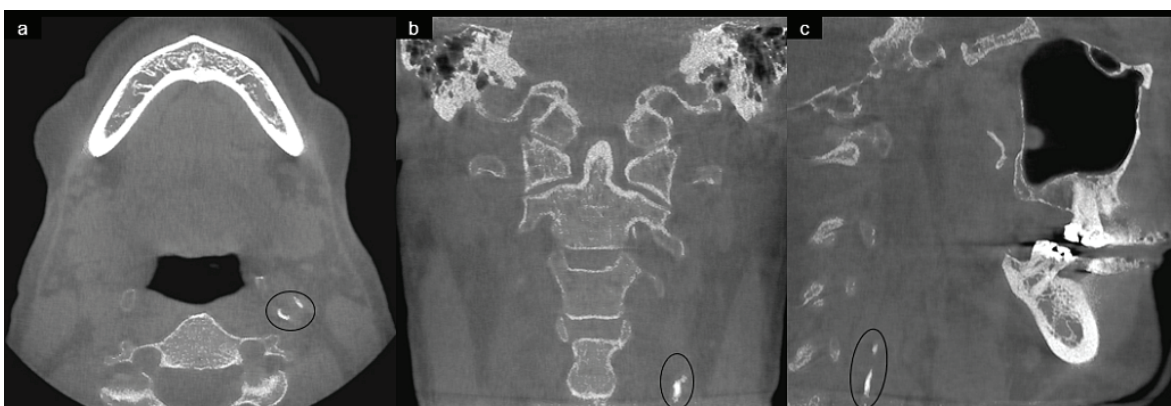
Axial (a), coronal (b), and sagittal (c) cone-beam computed tomography images showing calcification on the left extra-cranial carotid artery
